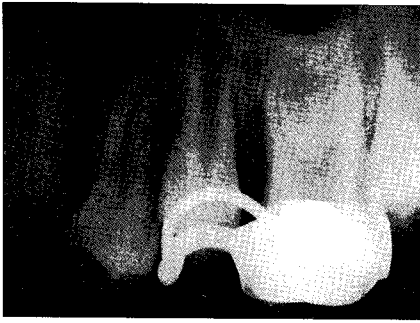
Periapical view at 6months.
